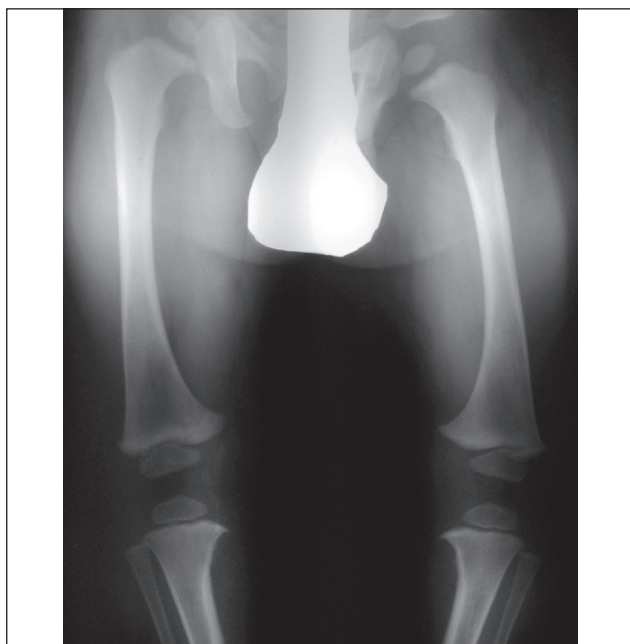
Рентгенограма хворого Т. Нормальна структура кісток, відсутність остеопорозу
